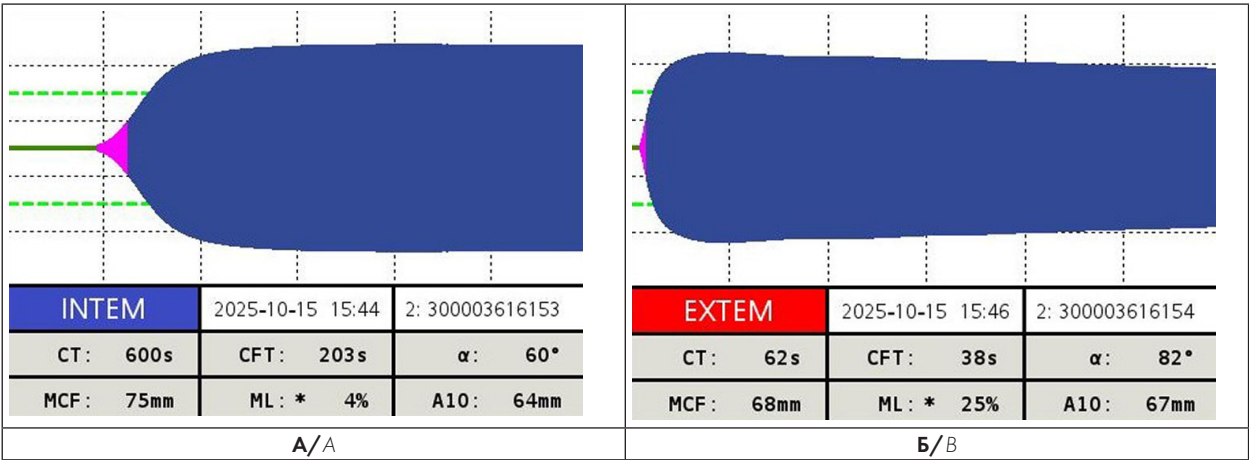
Гипокоагуляция, выявленная с помощью ротационной тромбоэластометрии, у больного при поступлении: А — тест INTEM (внутренний путь свертывания) — выраженное удлинение начала свертывания (параметр CT норма до 240 с); Б — тест EXTEM (внешний путь свертывания) — нормокоагуляция по внешнему пути свертывания (параметр CT норма до 79 с)
